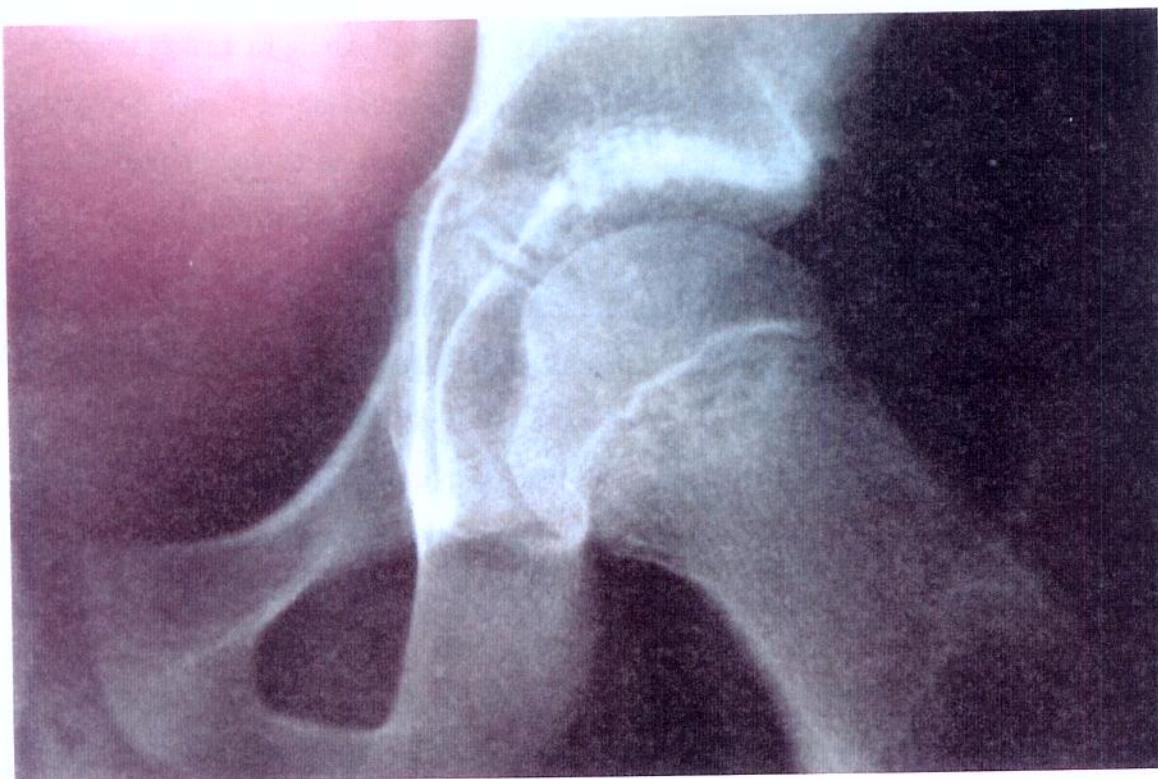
Radiografia simples da bacia na incidência em AP com EEPF na fase de pré-deslizamento à esquerda
